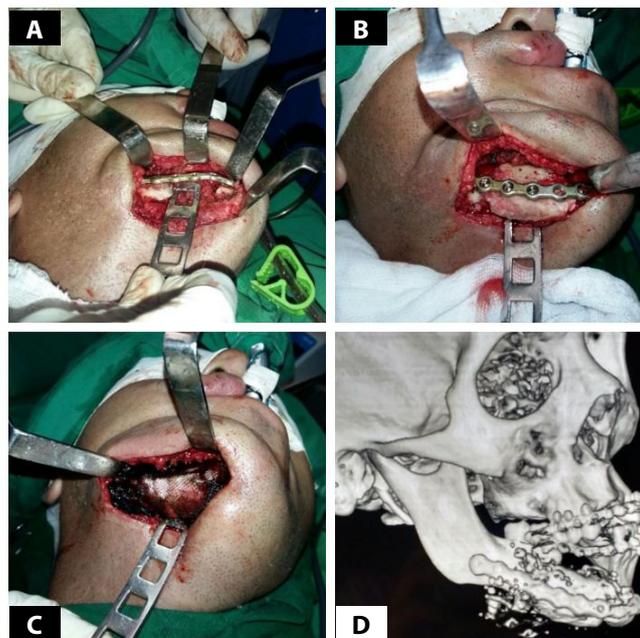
A. Acesso cirúrgico e regularização dos bordos; B. Adaptação do enxerto e fixação da placa 2.7 mm; C. Malha de Surgicel®; D. Tomografia Computadorizada (Reconstrução 3D) pós-operatória.
